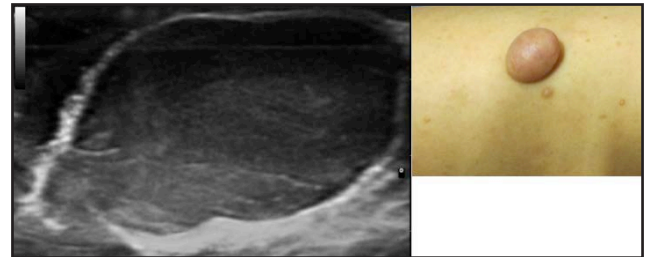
Neurofibroma de gran tamaño en paciente con neurofibromatosis tipo I. Lesión nodular subepidérmica de gran tamaño con zonas hipocogénicas y otras isoecogénicas sin señal Doppler color.
